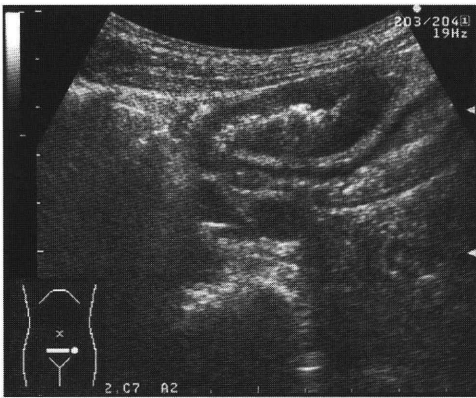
入院時腹部超音波検査：骨盤腔内に腸管拡張像および腸管壁の限局性肥厚を認める。
